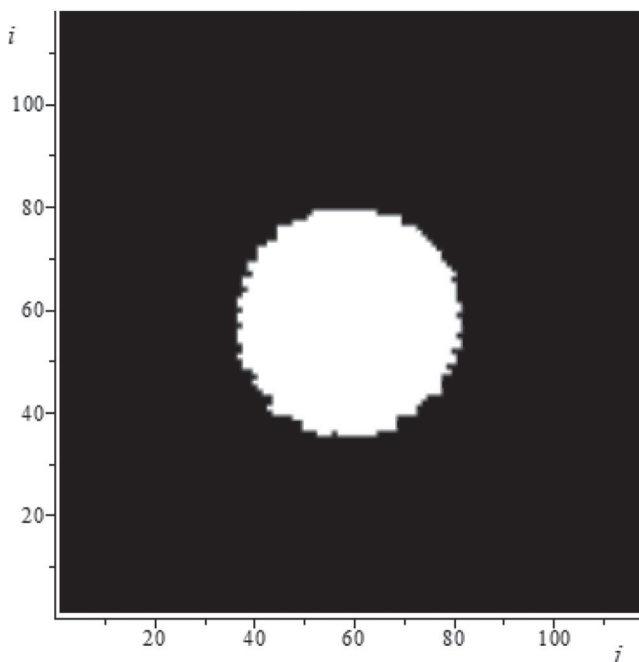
Изображение модели ШОЛ, полученное с использованием критерия Z_0 ; i и j – оси координат на КТ-срезе
